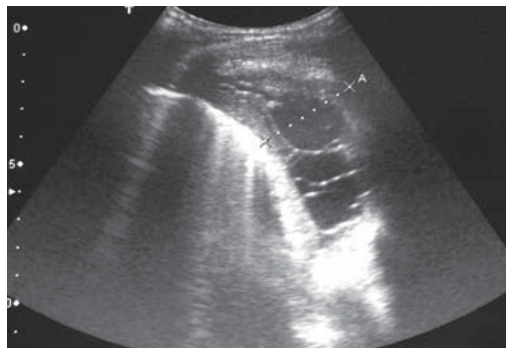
Ecografía torácica que muestra derrame pleural de 3,5 cm en su diámetro máximo con tabiques, loculaciones y compartimentaciones.
